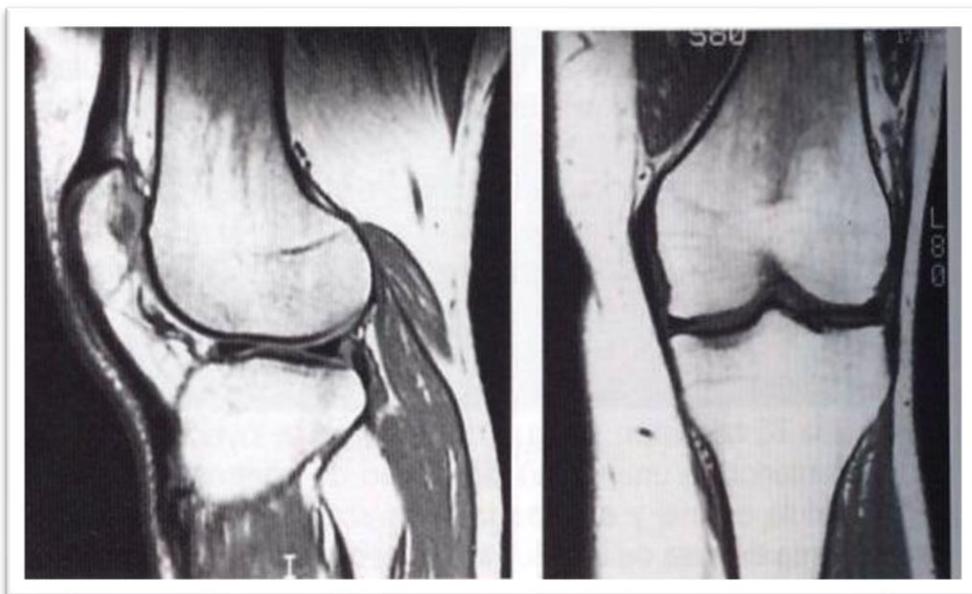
imagen de rodilla por resonancia magnética en cortes sagital y axial respectivamente.
